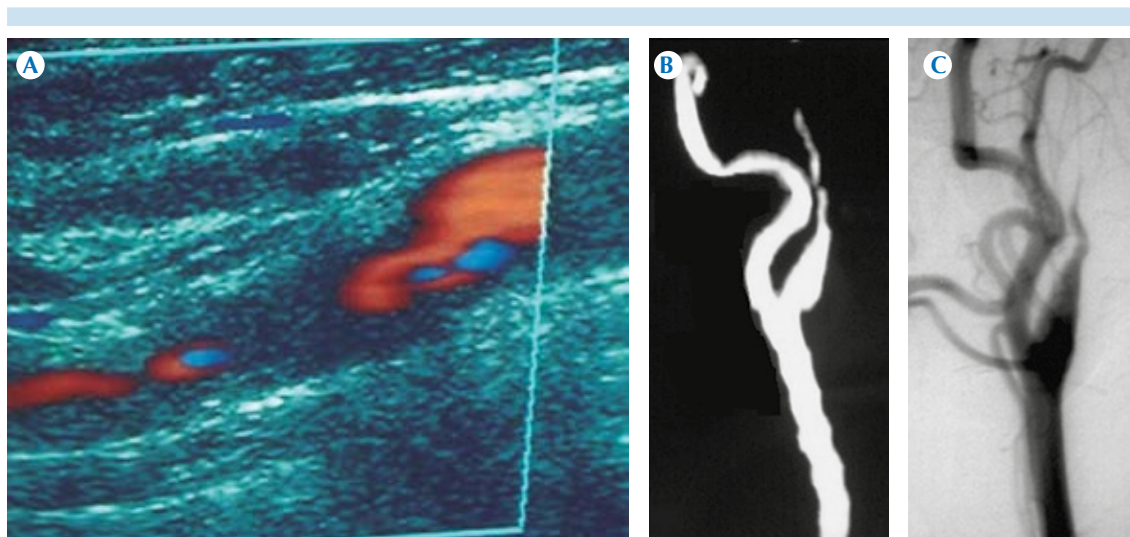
A) Disección de la arteria carótida interna con patrón en cola de ratón observada por ultrasonido Doppler color. B) Angiotomografía. C) Angiografía con sustracción digital.
